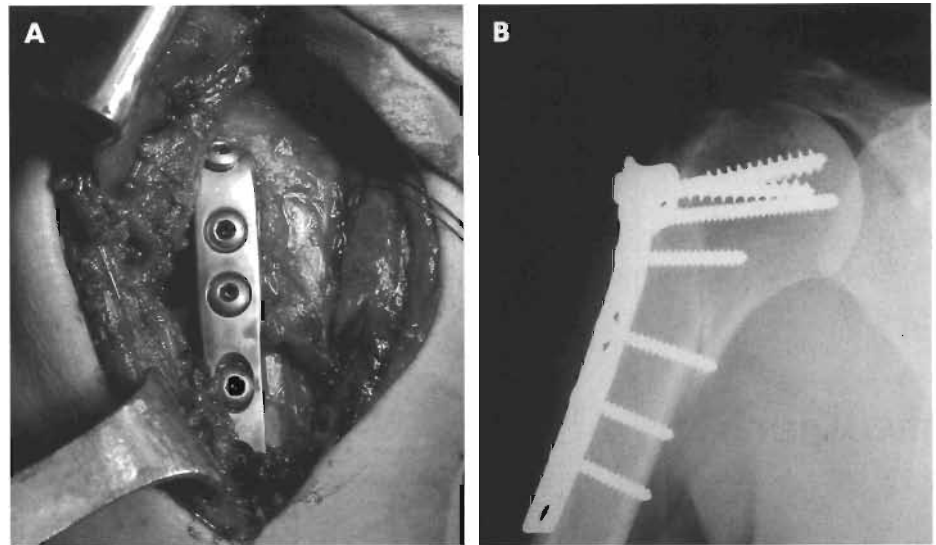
Los dispositivos en clavo-placa son un buen método de osteosíntesis de las fracturas proximales del húmero. A. Imagen intraoperatoria de un clavo-placa. B. Radiografía postoperatoria de otro caso.
